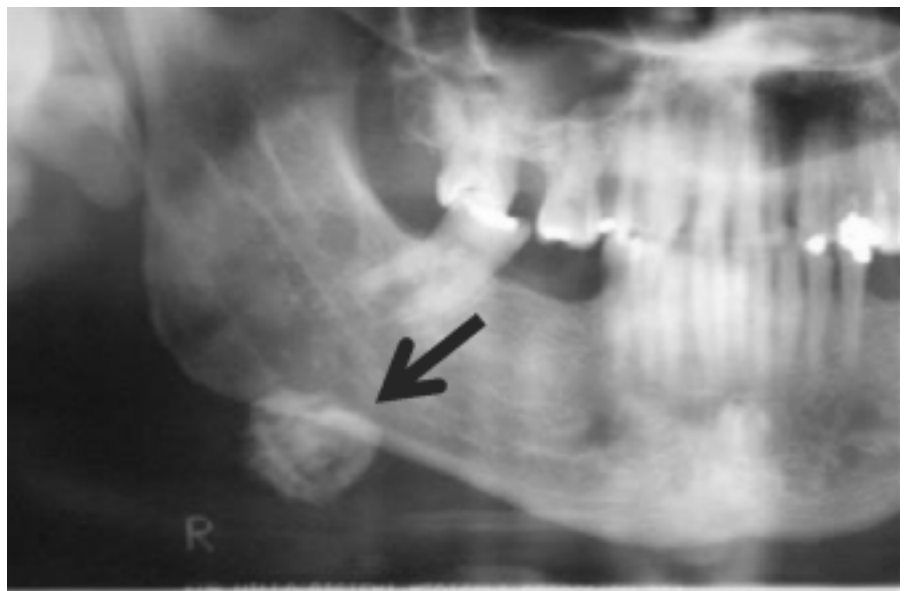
Radiografia panorâmica evidenciando o posicionamento do sialólito*
